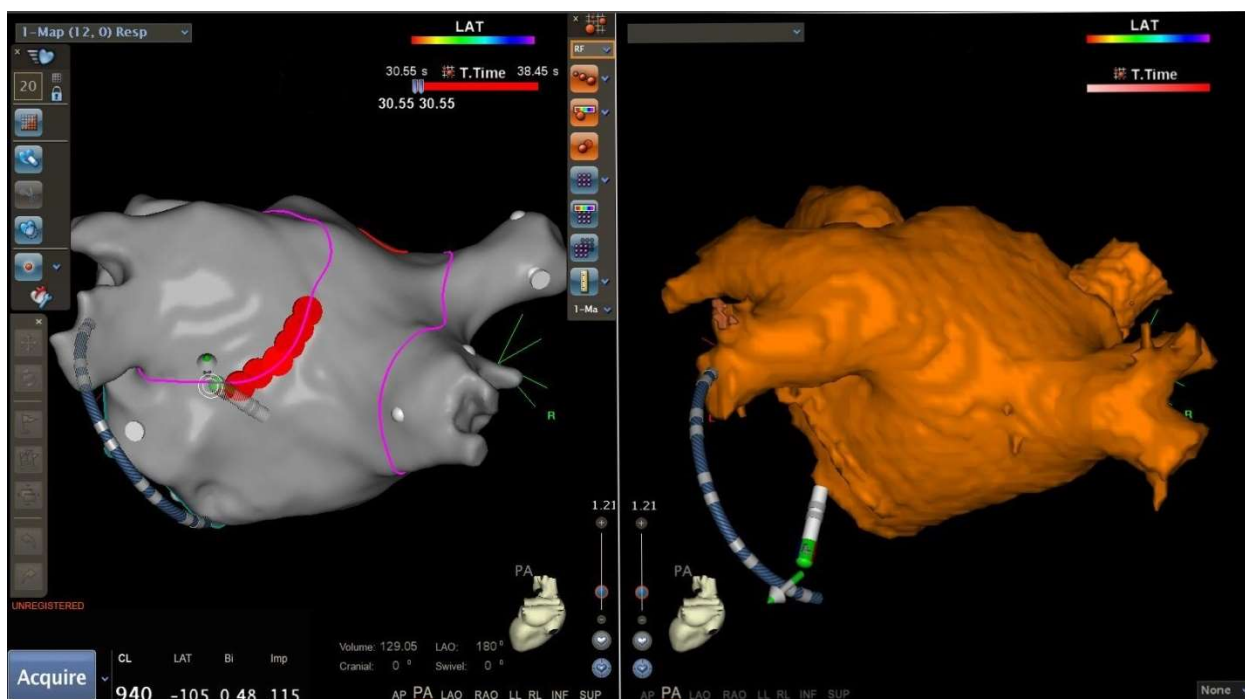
Радиочастотная ИЛВ с применением системы трехмерного навигационного картирования. Слева: модель ЛП, построенная в магнитном поле системы. Справа: компьютерная томография ЛП. Из архива отделения хирургического лечения сложных нарушений ритма сердца и электрокардиостимуляции НМХЦ им. Н. И. Пирогова.
